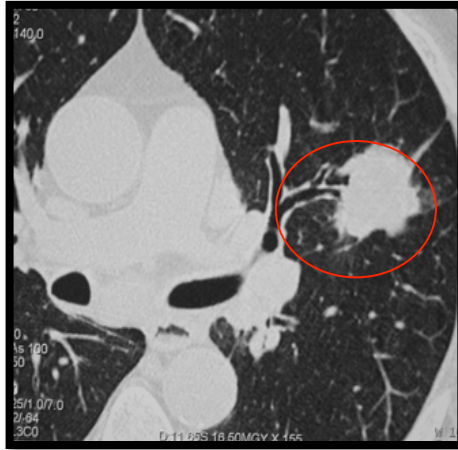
Signo del bronquio de acceso a la lesión en TC.
